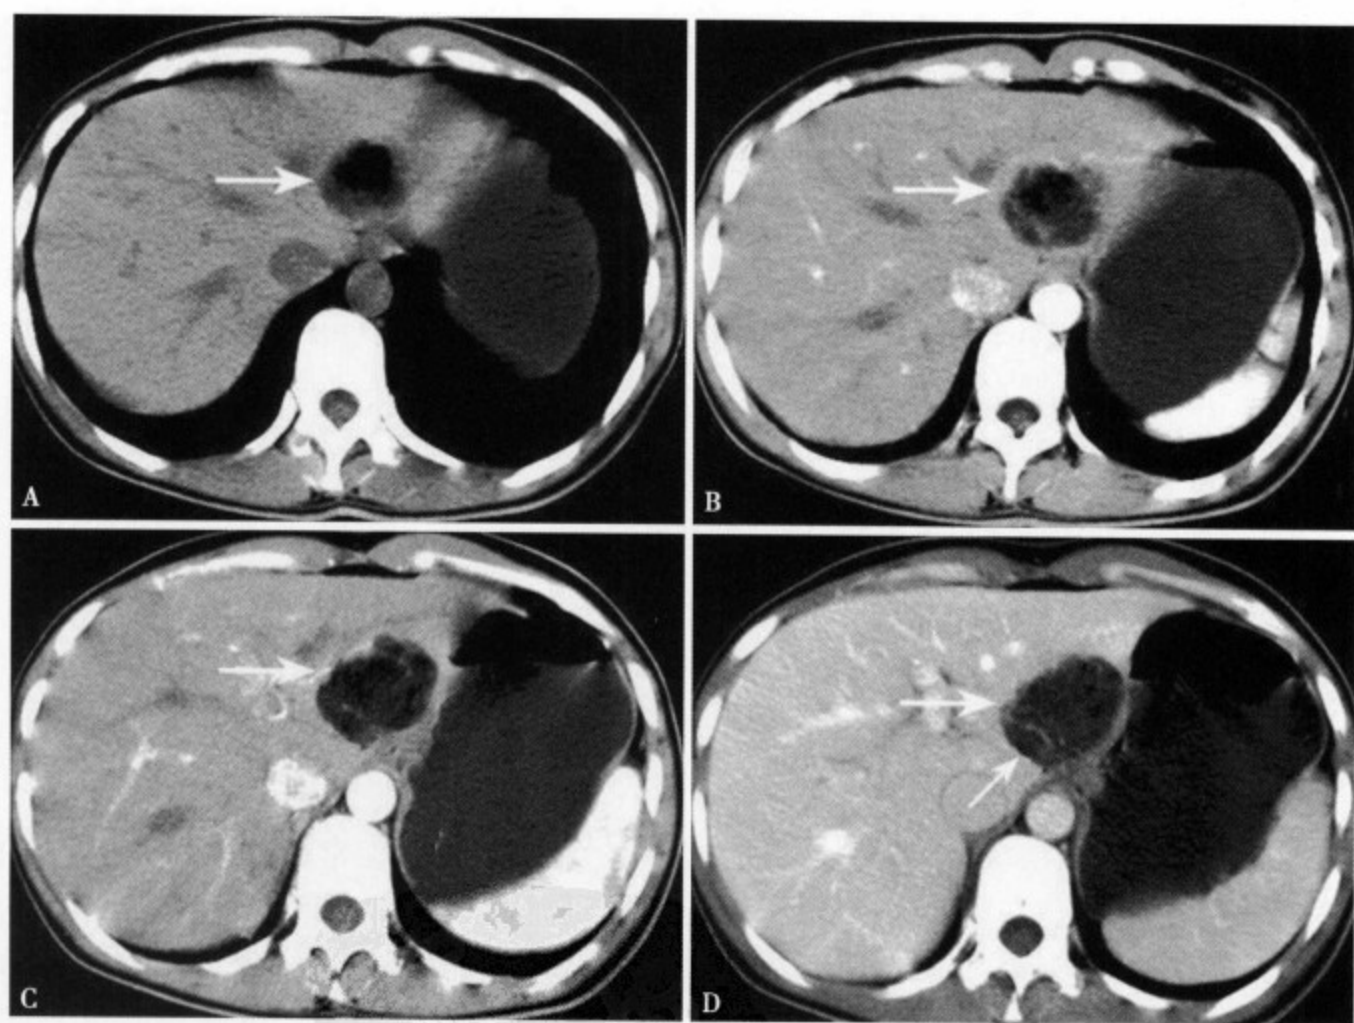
CT 平扫 (A) 肝左叶外侧段显示一类圆形低密度灶，边缘尚清，轻度分叶，内部密度不均匀；增强 CT 动脉期 (B) 肿瘤实质呈轻度强化，内部可见斑块状稍高密度影；动脉期 (C) 肿瘤内显示斑条状轻度强化，肿瘤呈分叶状，包膜不明显；门脉期 (D) 肿瘤内仍有少许斑点状强化，并可见线样门静脉血管影 (↑)
